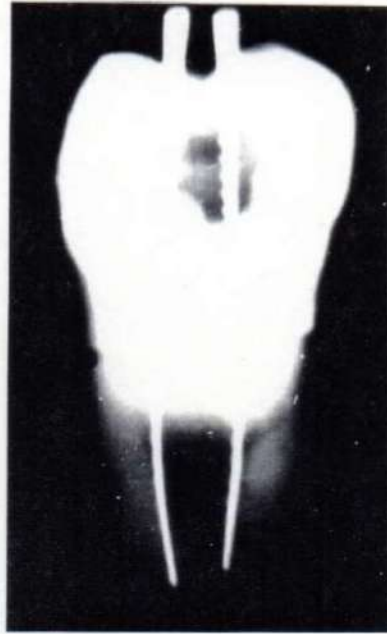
Radiografía próximo-proximal de ambos conductos con el último instrumento colocado.
